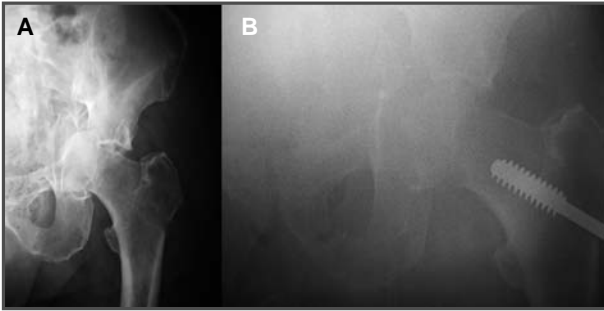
Radiografía: fractura-luxación central de la cadera. 1B. Radiografía: tornillo de Putti. Obsérvese la subluxación de la cadera.
